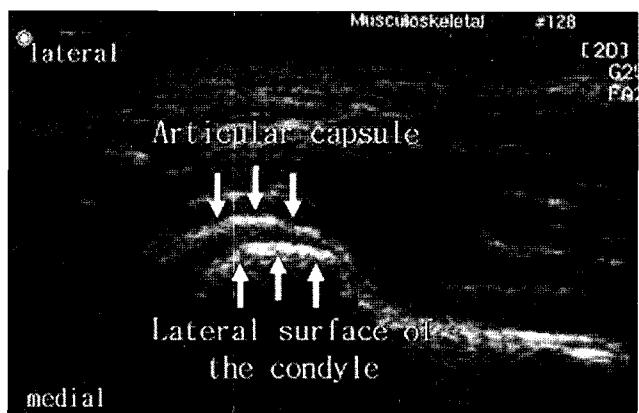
The ultrasonograph at the open mouth position.
